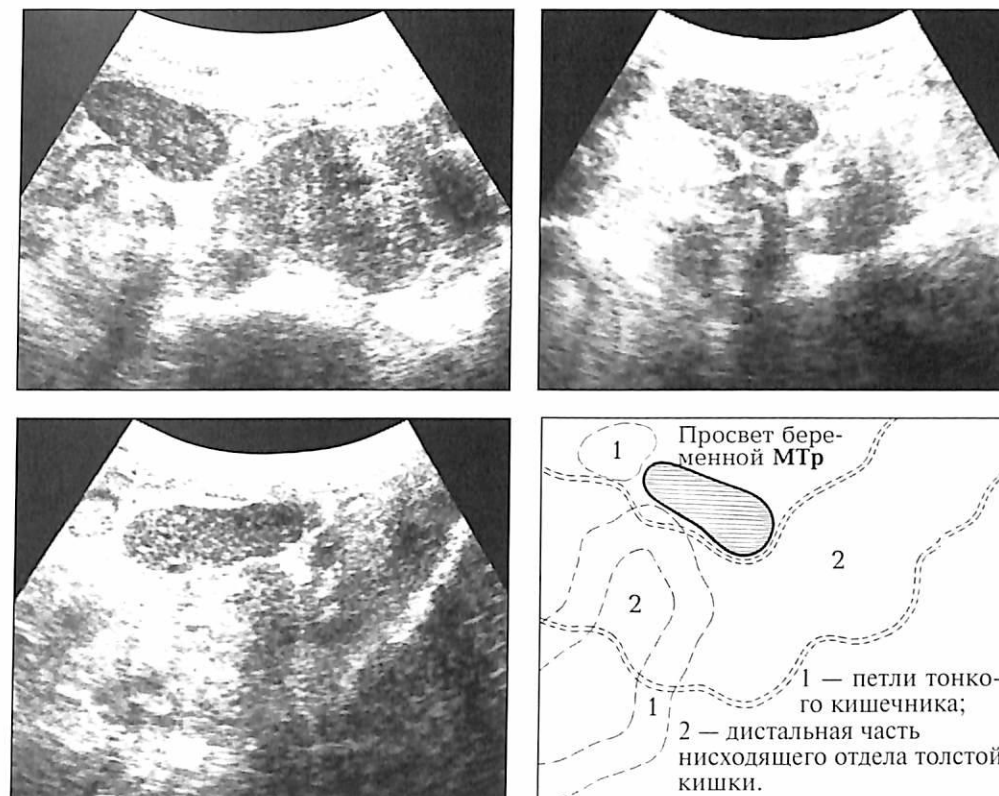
Диагностическая ошибка при вертикально-краниальной девиации беременной левой МТр. Вялотекущий трубный аборт. Организованная тубарная гематома (без Пл/Я), выявленная на втором этапе динамического УЗ-обследования, причем только в процессе трансабдоминального УЗИ.
